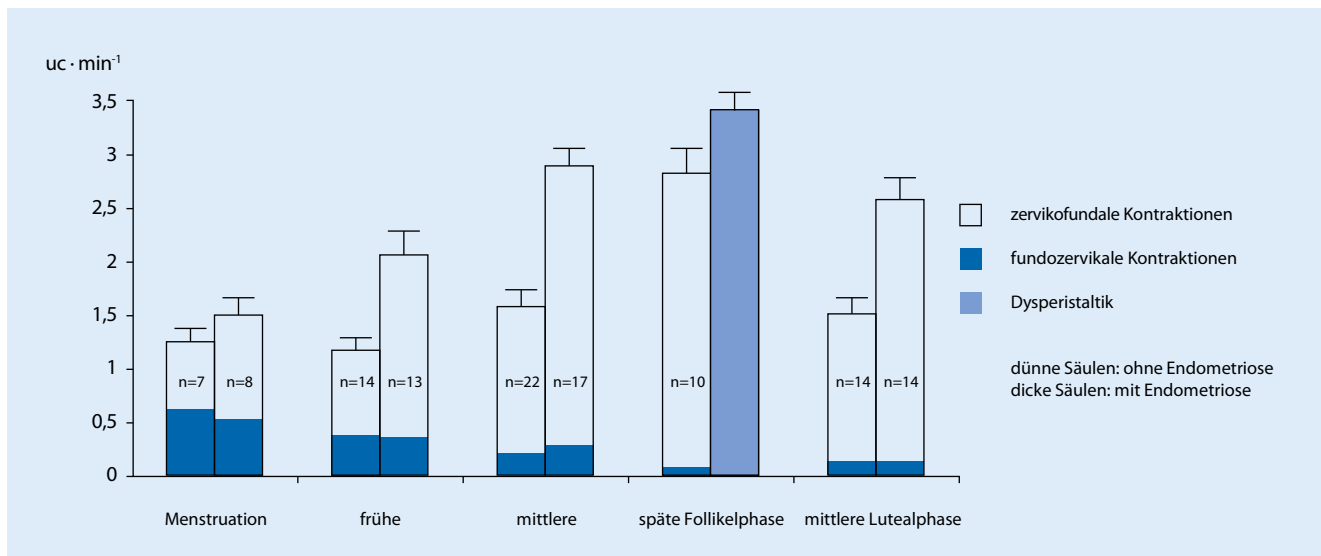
▲ Grafische Darstellung der vaginalsonographisch gemessenen Frequenz der archimyometrialen Kontraktionswellen während des menstruellen Zyklus bei Frauen mit und ohne Endometriose (Kontraktionen/min \pm SEM). Die Abbildung zeigt auch die relative Verteilung fundozervikaler vs. zervikofundaler Kontraktion in den Zyklusphasen. Während der frühen und mittleren Follikelphase sowie der mittleren Lutealphase unterscheiden sich die Kontraktionsfrequenzen beider Gruppen signifikant voneinander ($P < 0,05$). Während der späten Follikelphase nimmt die bei Frauen mit Endometriose gesteigerte Frequenz ($P < 0,06$) den Charakter einer Dysperistaltik an. (Aus Leyendecker et al. [9]; by permission of Oxford University Press). UC uterine contractions
